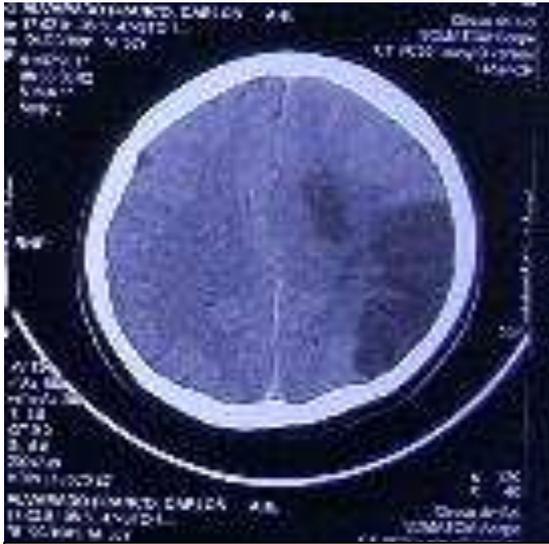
Figura #5. TC simple cortes axiales, donde se observa la línea interhemisférica, el colapso del ventrículo lateral izquierdo.
